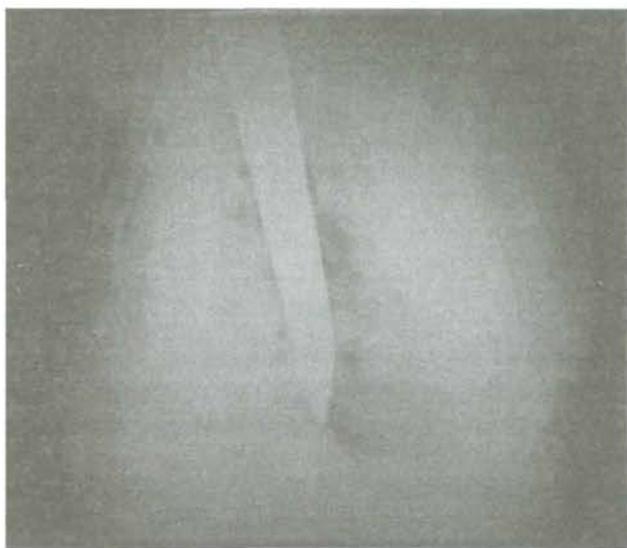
Рентгенограмма больной А. Пояснения в тексте
